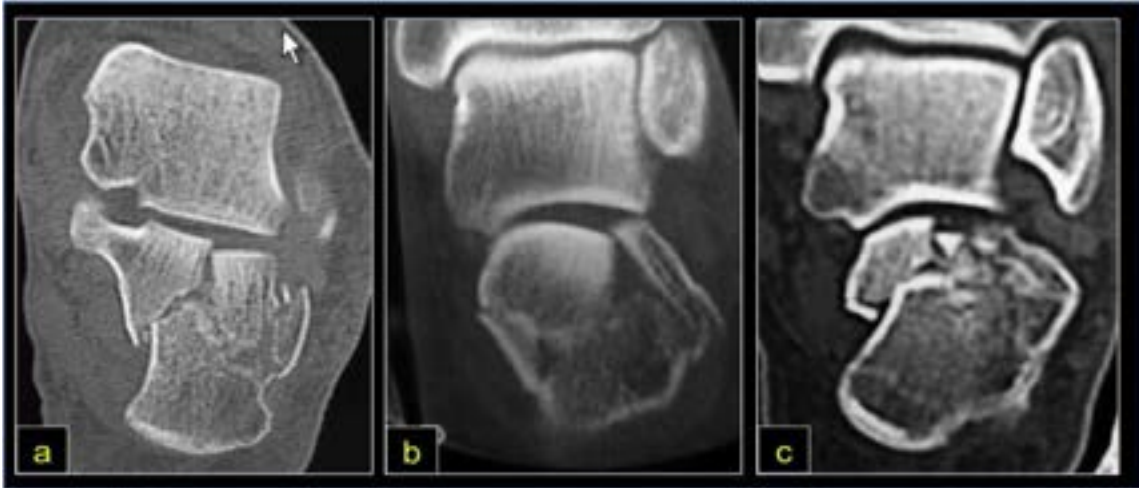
Vista coronal de TC de fractura del calcáneo
